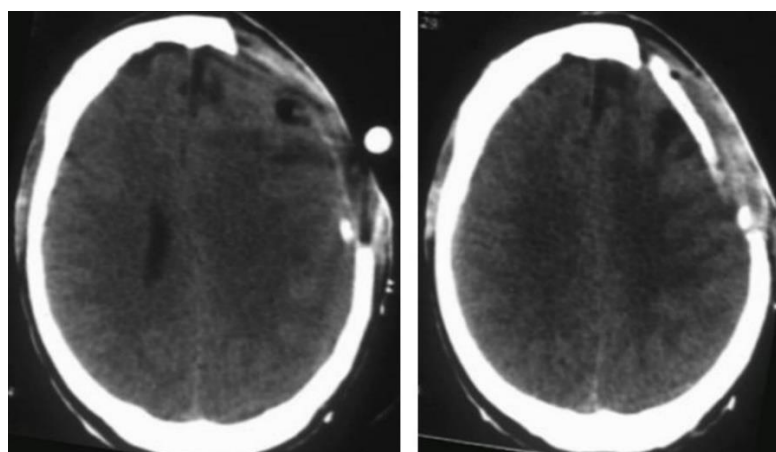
КТ головного мозга пациента Ш., 32 лет, в аксиальной проекции через 14 дней после хирургического лечения
